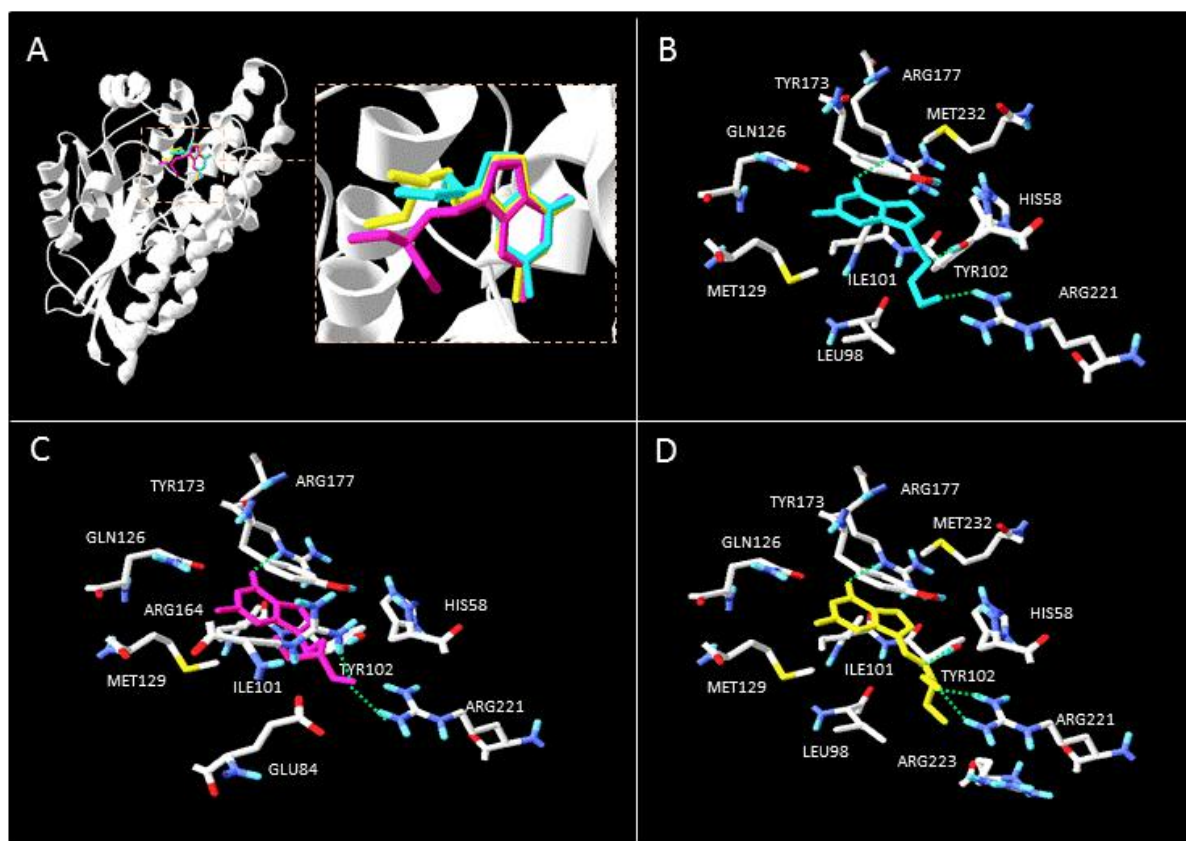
A) *Docking* do aciclovir (azul claro), ganciclovir (amarelo) e penciclovir (rosa) com a TK_{HSV-2}. Principais resíduos de aminoácidos de TK_{HSV-2} interagindo com B) aciclovir, C) penciclovir e D) ganciclovir. Tracejado verde representa ligações de hidrogênio.
